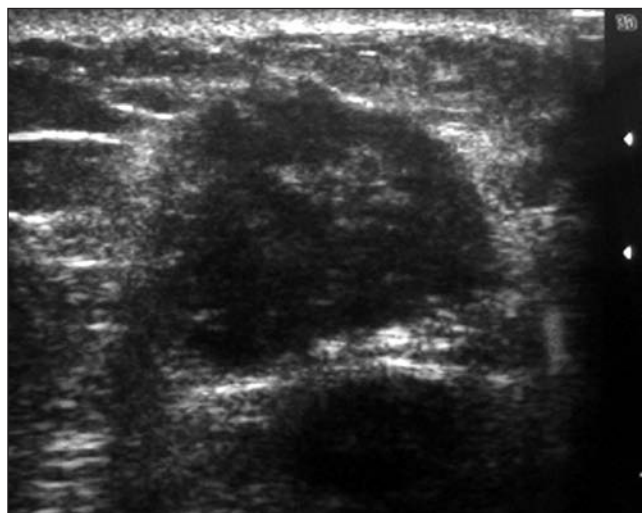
Ecografía del CSI de mama izquierda.
